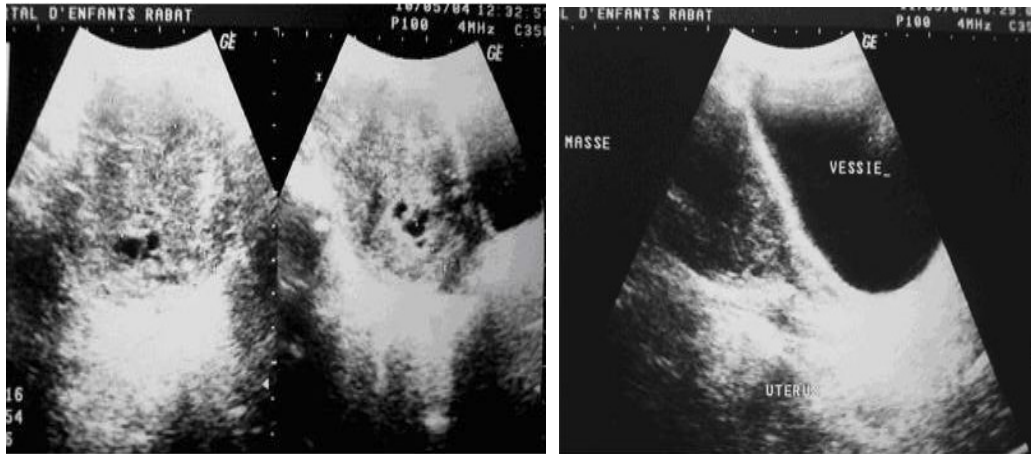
Échographie montrant une masse abdomino-pelvienne mal limitée d'échostructure hétérogène arrivant au contact de la vessie.
